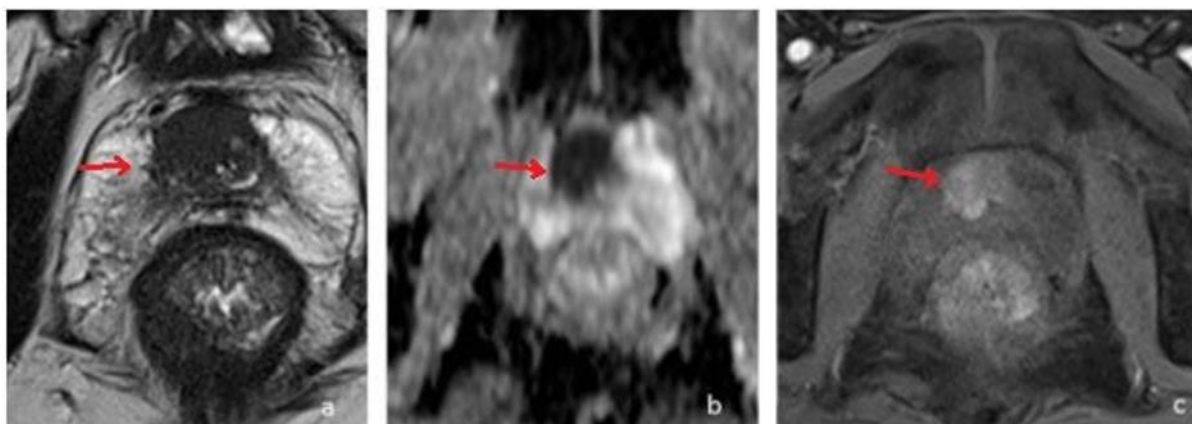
Séquence T2(a), de diffusion (b) et de diffusion (c) suspecte d'une IRM multiparamétrique.
